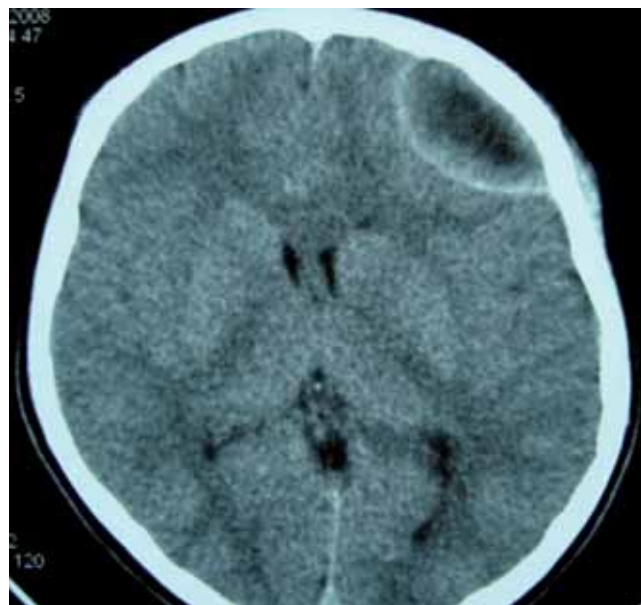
Tomografia computadorizada de crânio com apagamento de sulcos da convexidade.
